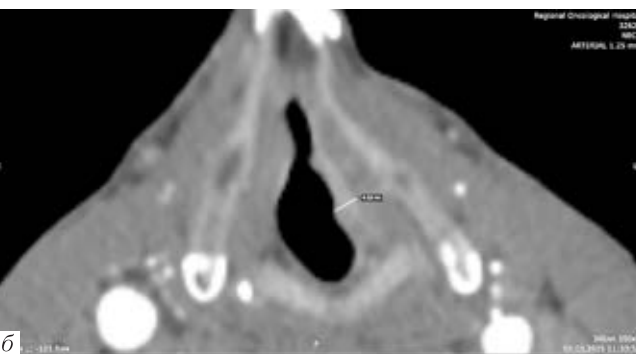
Пациент Ц., 68 лет. МСКТ, коронарная плоскость. Объемное образование левой голосовой складки с прилежанием к морганиевому желудочку (стрелка)
